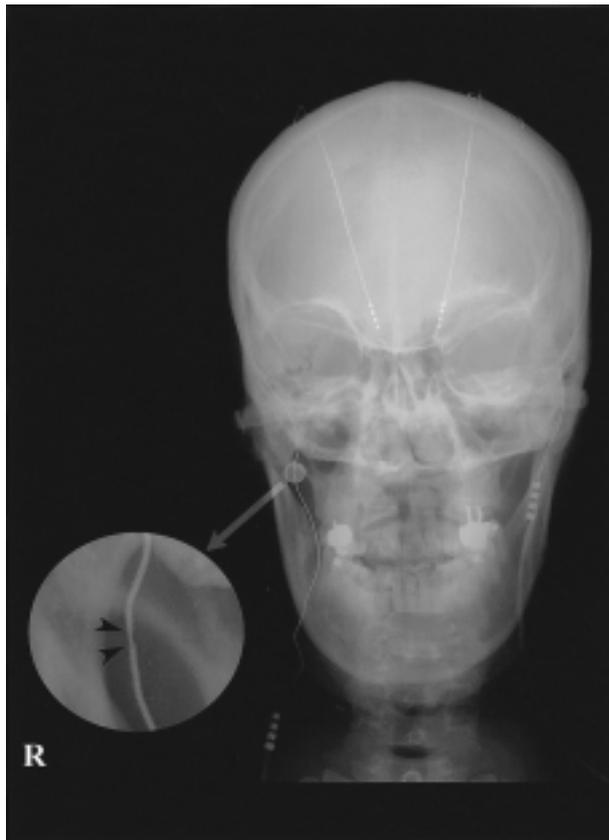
Plain skull AP X-ray shows reduced caliber of the right electrode lead below the mastoid process. Arrow heads indicate the location of partial electrode breakage.
